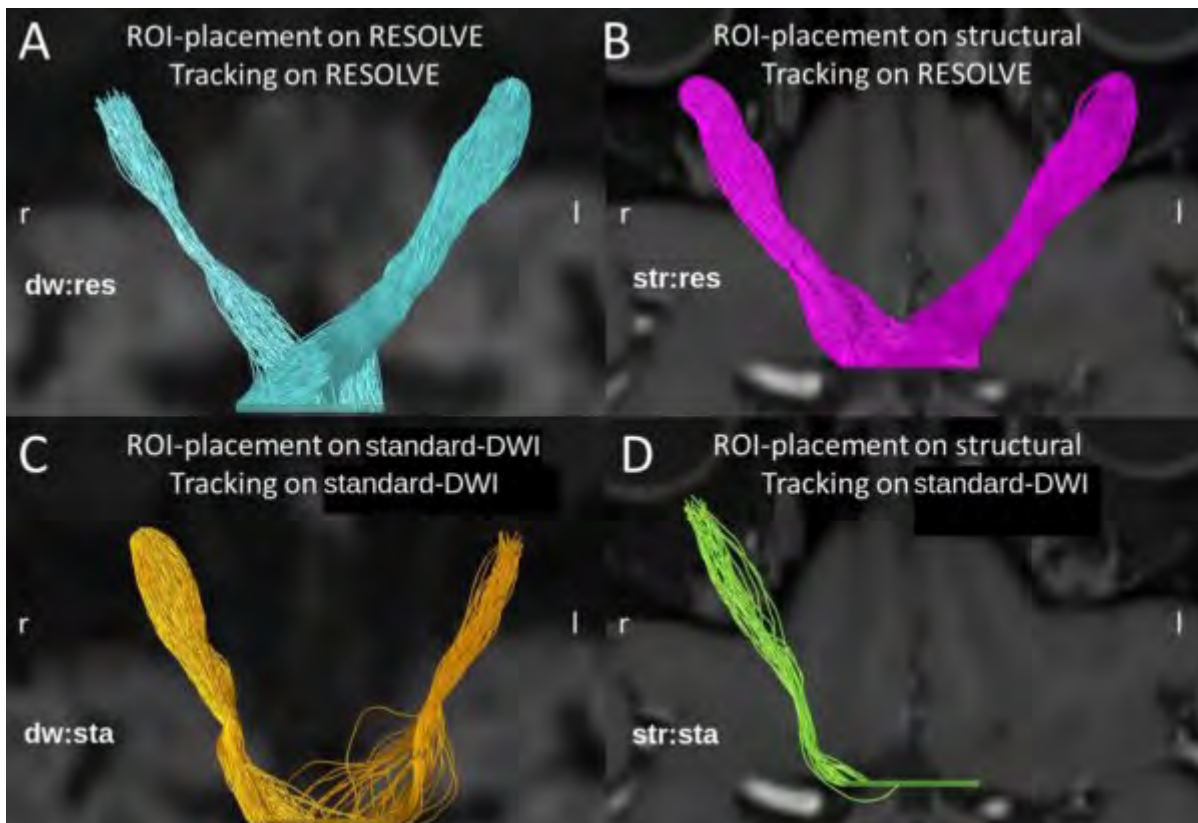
Tracking-Ergebnisse für die 4 Kombinationen von ROI-Platzierung und DWI-Sequenztechnik
